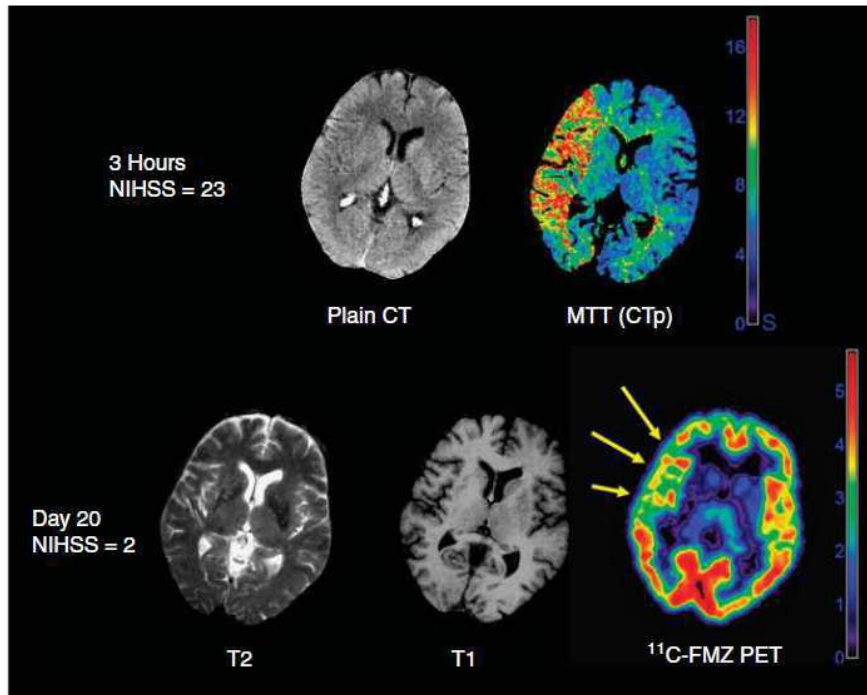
Perte neuronale sélective illustrée par un C-FMZ PET dans une zone de pénombre reperfusée, d'après Guadagno [74].
